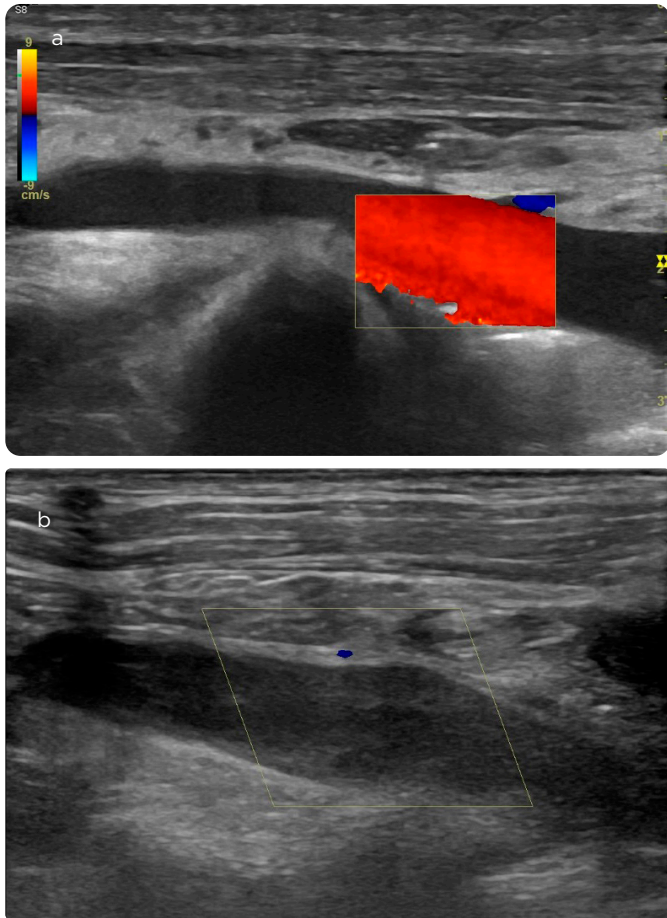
Exploración ecográfica con Doppler. a) Exploración preliminar de la vena subclavia izquierda proximal con flujo normal. b) Exploración preliminar con ausencia de flujo en la vena subclavia por trombosis venosa.
